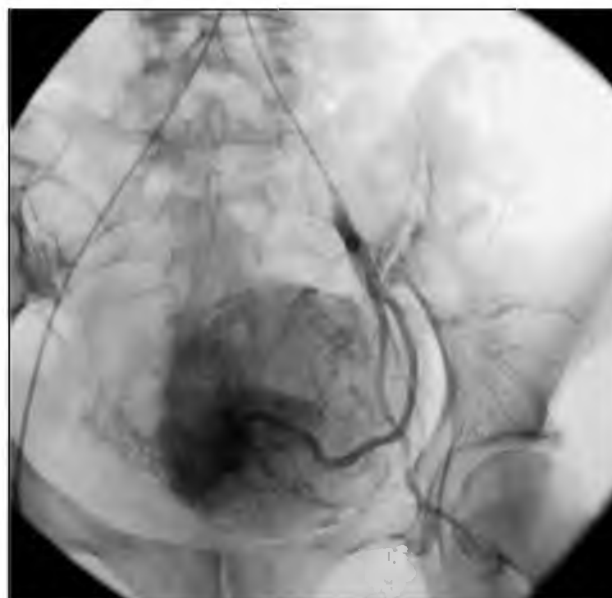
Рентгенологические признаки «конечной точки» при ЭМА: Остановка кровотока по маточной артерии, ретроградный выброс контрастного вещества в ветви внутренней подвздошной артерии
